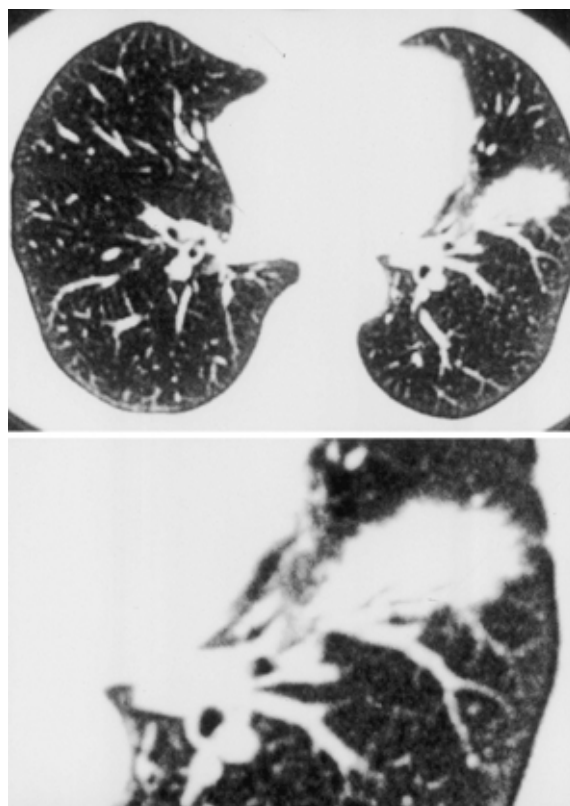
CT scan of the lung shows a shaggy margin and nodular lesion, 2 cm in diameter, in the left lower lobe.
